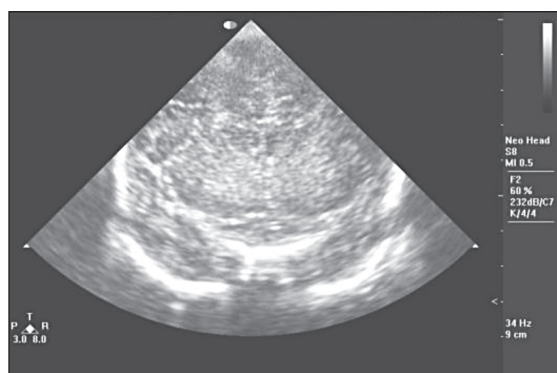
Ecografie transfontanelară (ETF) caz 1: edem cerebral, IR 0,47
